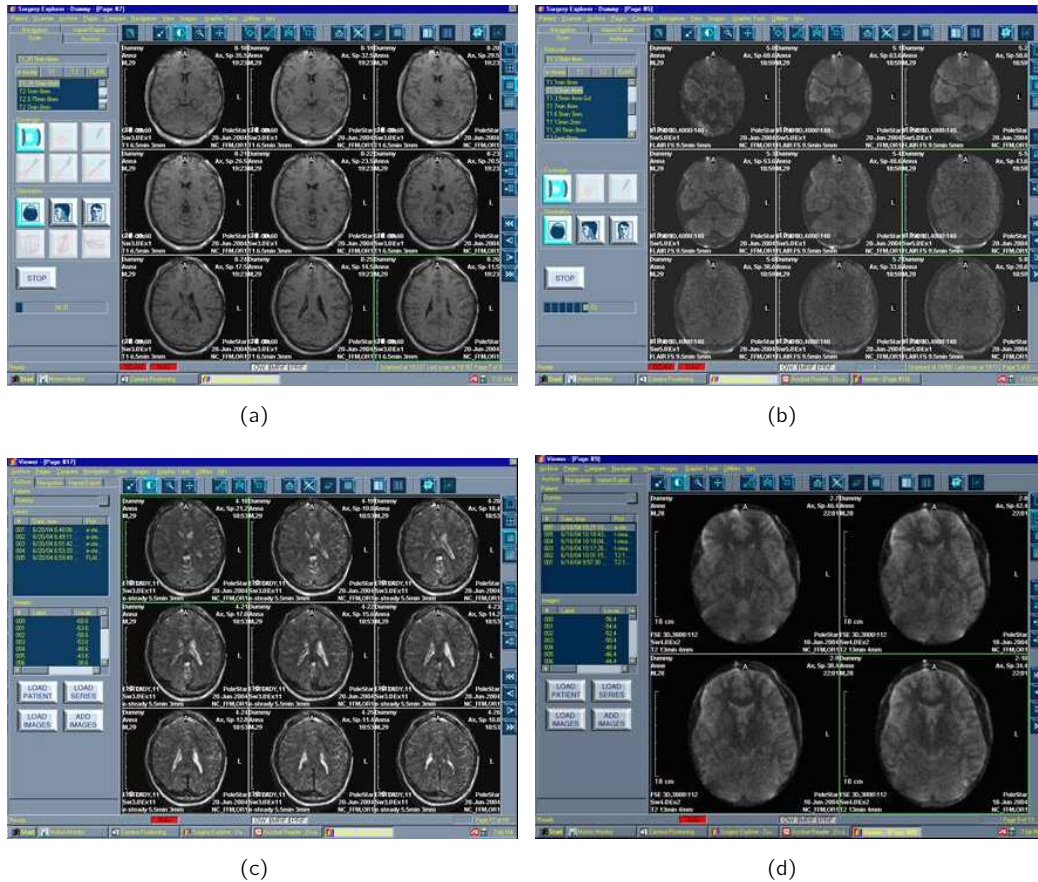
Beispiele der Aufnamemodi: (a) T1 Kontrast, (b) FLAIR Kontrast, (c) e-steady und (d) T2 Kontrast. Die Aufnahmedauer betrug zwischen 1-7 Minuten.
